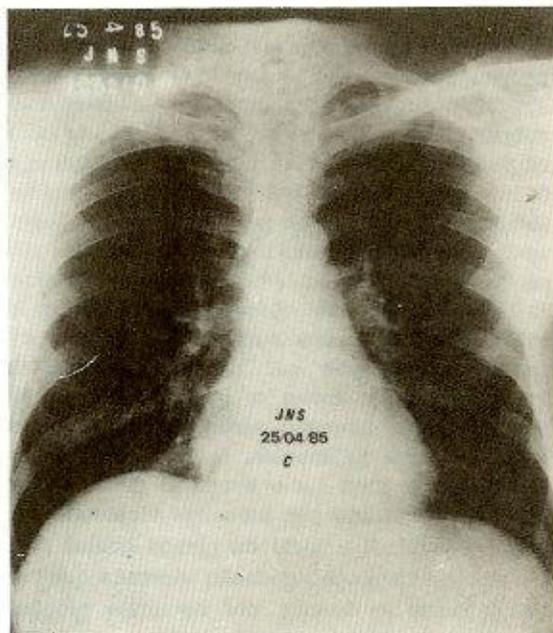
C — Radiografia de tórax realizada 29 dias após o envenenamento mostrando retorno da cúpula frênica direita à posição normal.
